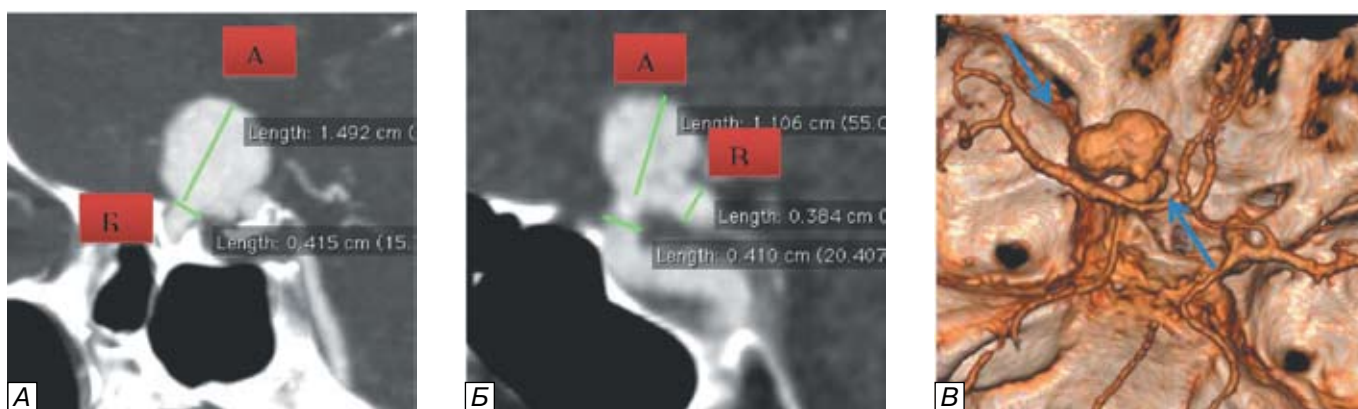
Оценка факторов риска разрыва аневризмы с помощью данных КТ-ангиографии. А, Б — аневризма офтальмического сегмента внутренней сонной артерии, 2DMIP, сагиттальная плоскость: измерение коэффициента шейки (А/Б, в данном примере 3,3) и коэффициента артерии (А/В, в данном примере 2,7) свидетельствует о высоком риске разрыва аневризмы; В — 3D-реконструкция, аневризма офтальмического сегмента внутренней сонной артерии с 2 дивертикулами (указаны стрелками).
